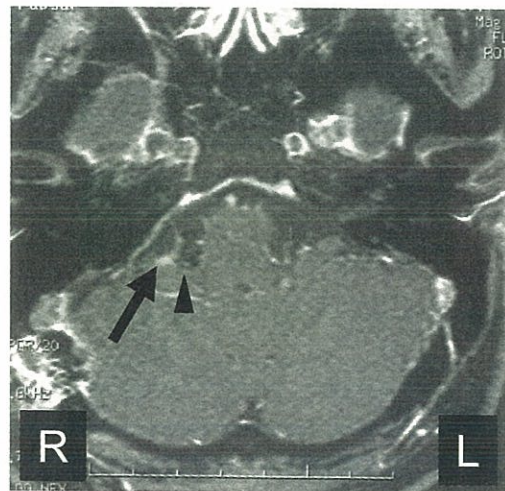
術後MRI水平断像。前下・後下小脳動脈(矢印)は顔面神経起始部(REZ、矢頭)から外側に移動されている。
